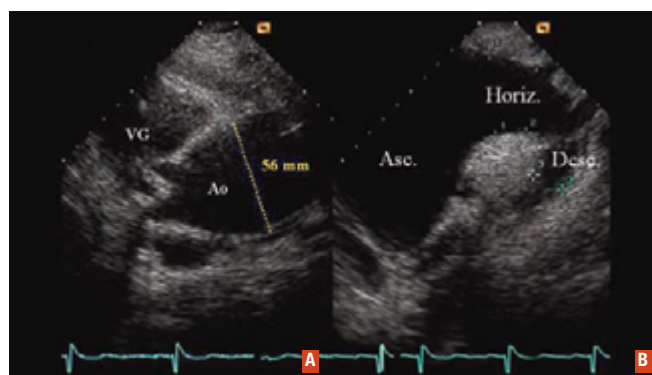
RAC serré avec dilatation anévrismale de l'aorte ascendante débutant après les sinus de Valsalva. A : voie parasternale haute, l'aorte ascendante mesure 56 mm. B : voie suprasternale : l'aorte horizontale reste dilatée dans sa portion proximale à 43 mm, l'aorte descendante est de calibre normal. VG : ventricule gauche ; Ao : aorte ; Asc. : aorte ascendante ; Horiz. : aorte horizontale ; Desc. : aorte descendante.
